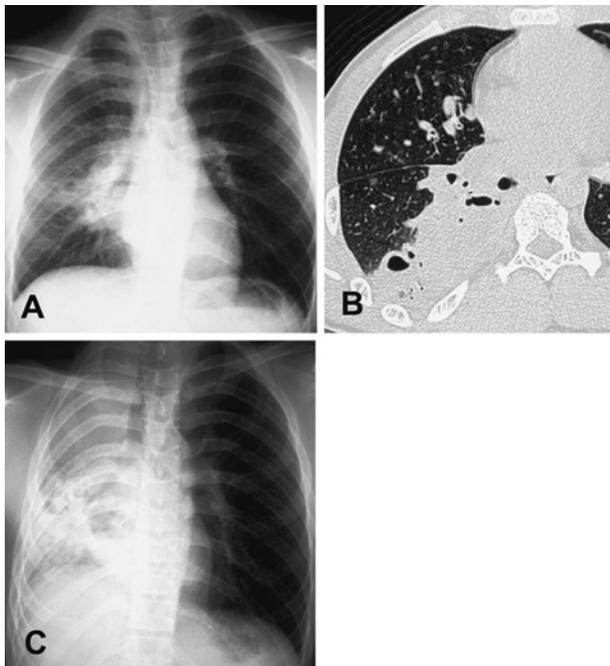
A, B: Chest X-ray and CT on admission showed consolidation with multiple cavitory lesions in the right lower lobe. C: Chest X-ray 42 hours after admission showed spreading of the infiltration and rapid progression of the cavitory lesions in the right lung.
